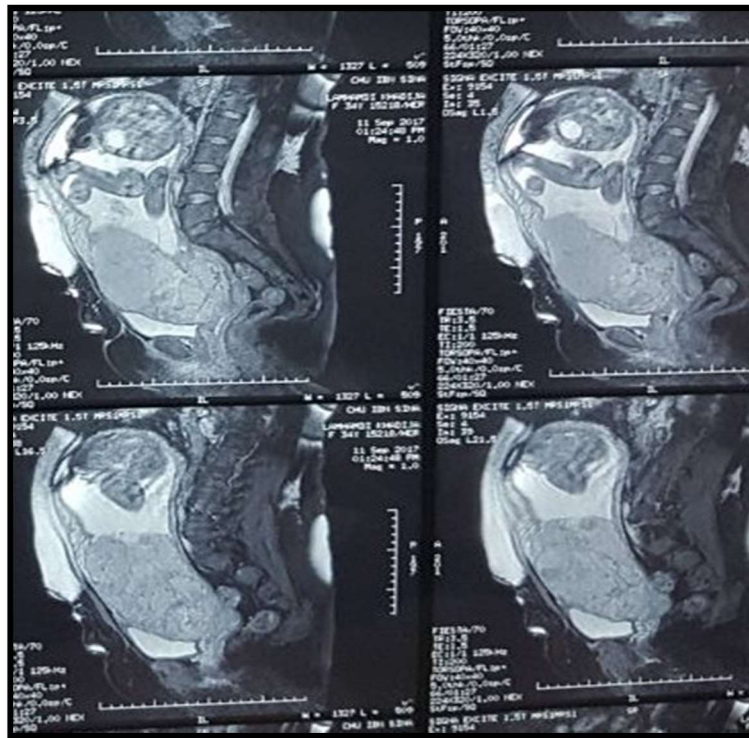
Images d'échographie et d'IRM Placentaire montrant un cas placenta percreta
